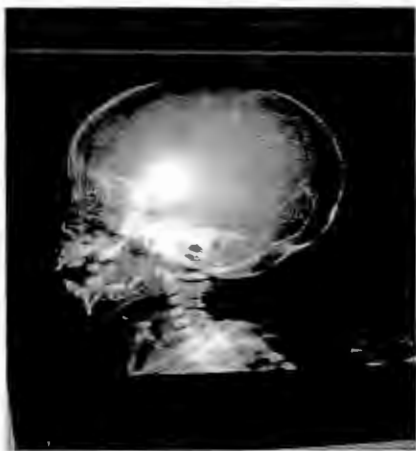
La radiografía de cráneo muestra huesos wormianos .
